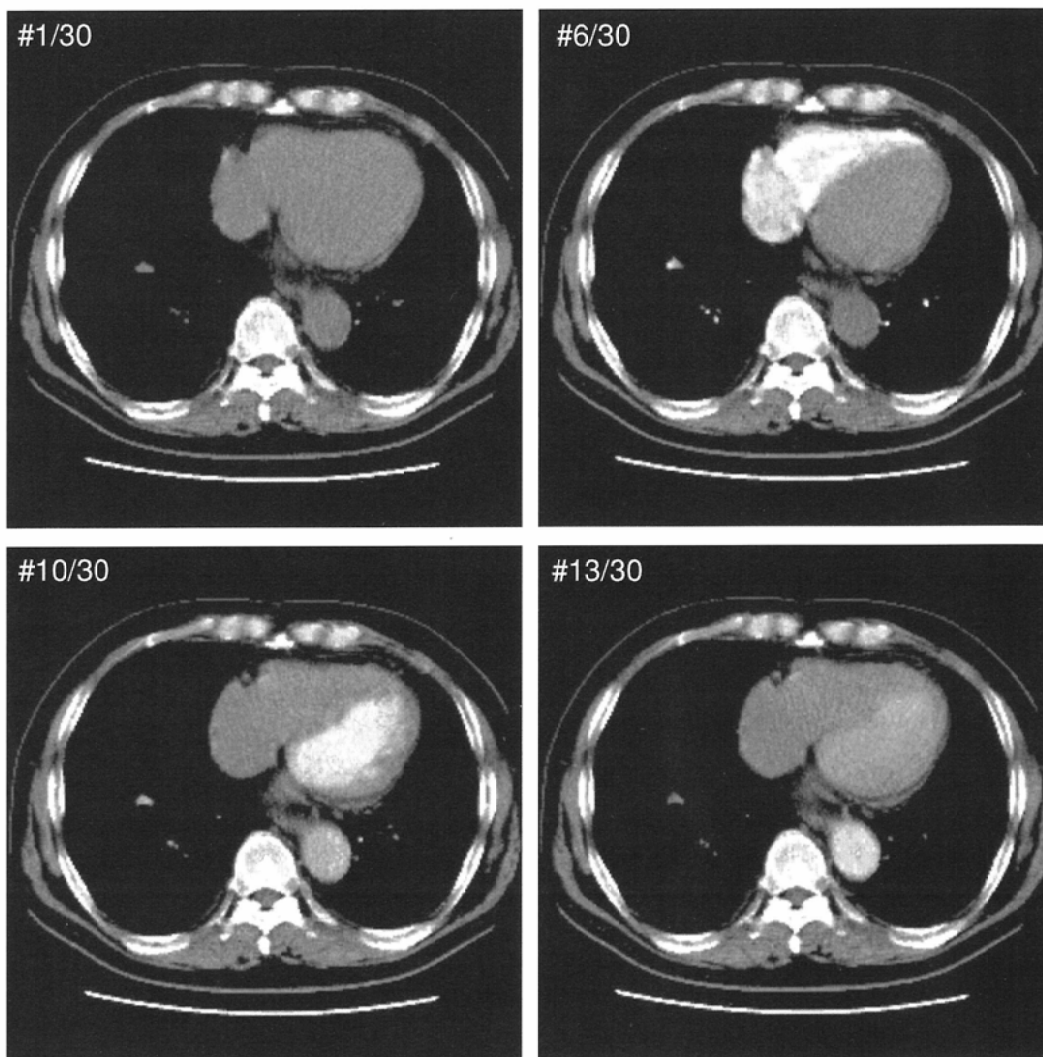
ダイナミックCTによる造影剤ファーストパス動態の評価. Gd-DTPA 0.1mmol/kgに相当する容積のイオパミロン300をダブルシリンジ型自動注入器を用いて急速静注し, 心内と大動脈血液のCT値を2秒ごとに経時的に観察した.
